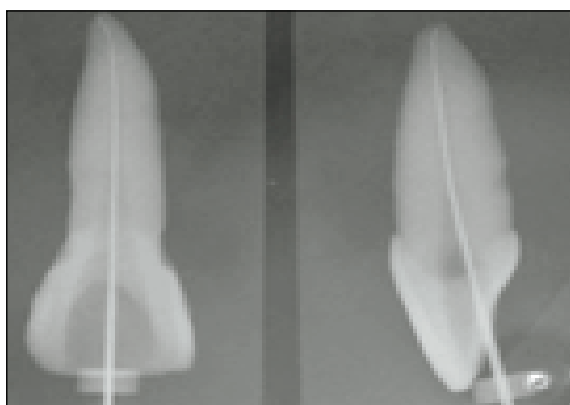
Evaluation of before(A) and after(B) radiographs
